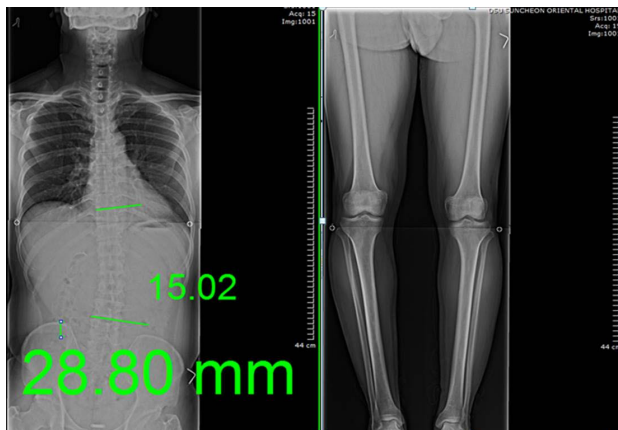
Change of radiograph at before treatment(Case 1).
